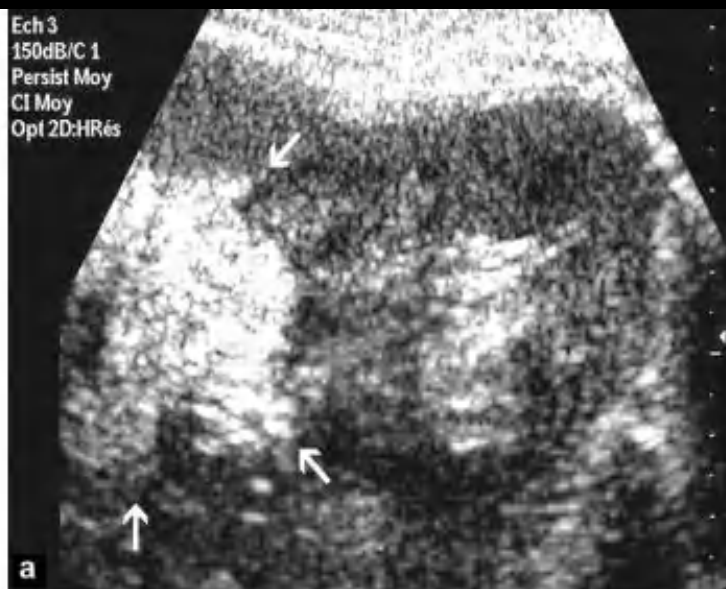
Tumeur indéterminée (masse solide de type 3): a : échographie : tumeur solide du rein gauche très hyperéchogène chez une femme de 42 ans, porteuse de plusieurs angiomyolipomes typiques de petite taille ; b : scanner injecté : la lésion est homogène, sans nécrose, richement vascularisée ; c : scanner avant contraste : la lésion est spontanément discrètement hyperdense par rapport au cortex rénal. L'ensemble de ces éléments oriente fortement vers l'hypothèse d'un angiomyolipome pauvre en graisse dont le diagnostic de certitude ne peut être obtenu que par la biopsie.
